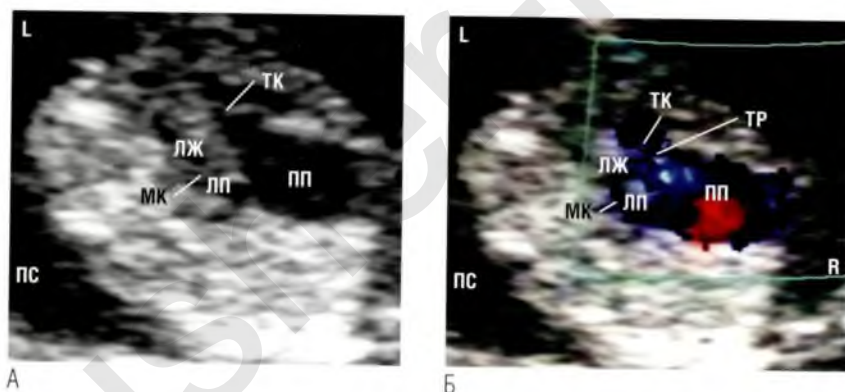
У этого плода толщина воротникового пространства была нормальной, но врач, измерявший ее, заметил, что в четырехкамерной позиции сердце выглядит аномальным. (А) При детальной эхокардиографии плода было установлено, что сердце увеличено в основном за счет расширения правого предсердия (ПП). Это было связано со смещением трикуспидального клапана (ТК) в правый желудочек. (Б) При ЦДК кровотока была выявлена трикуспидальная регургитация (ТР). Диагноз – «тяжелая форма аномалии Эбштейна». ЛЖ – левый желудочек; ЛП – левое предсердие; МК – митральный клапан; ПС – позвоночный столб.
